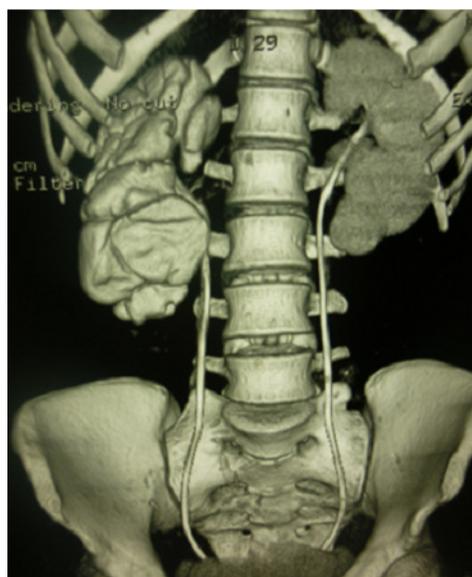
Uro-TDM de contrôle mettant en évidence une persistance de la dilatation des deux reins malgré la présence des sondes JJ
